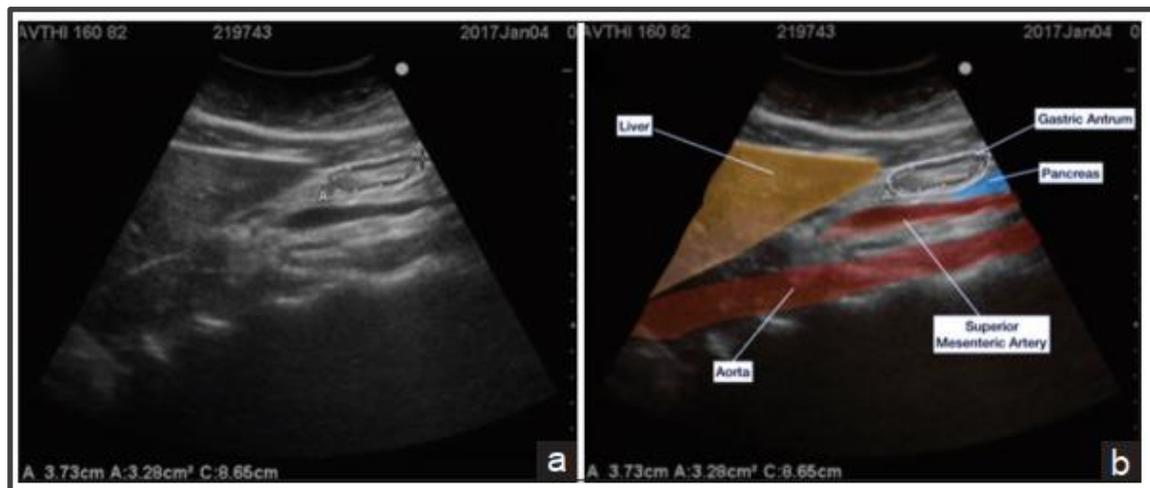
A) imagen fija del antro vacío. b) Representación en color de los órganos y cálculo del área de la sección transversal utilizando la herramienta de trazado. Fuente: Ali S, Athar M, Ahmed SM. Preoperative assessment of gastric contents and volume using bedside ultrasound in adult patients: A prospective, observational, correlation
